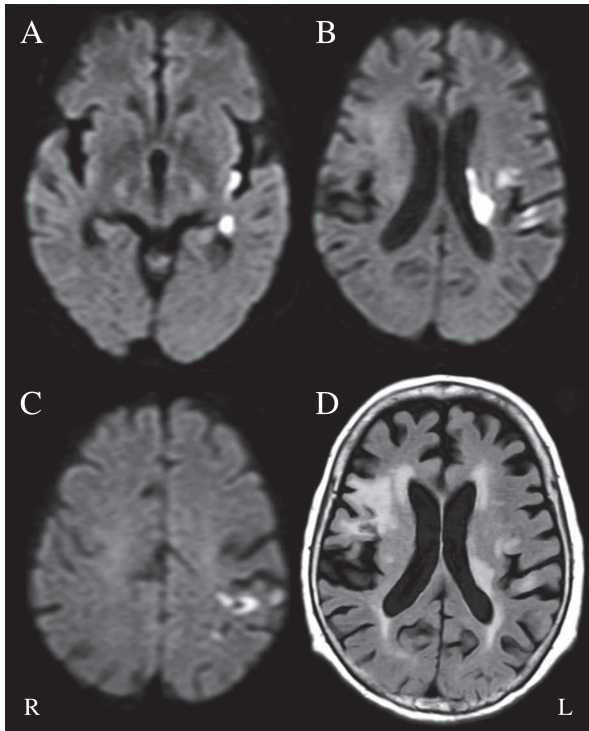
MRI study 5 days after onset.
